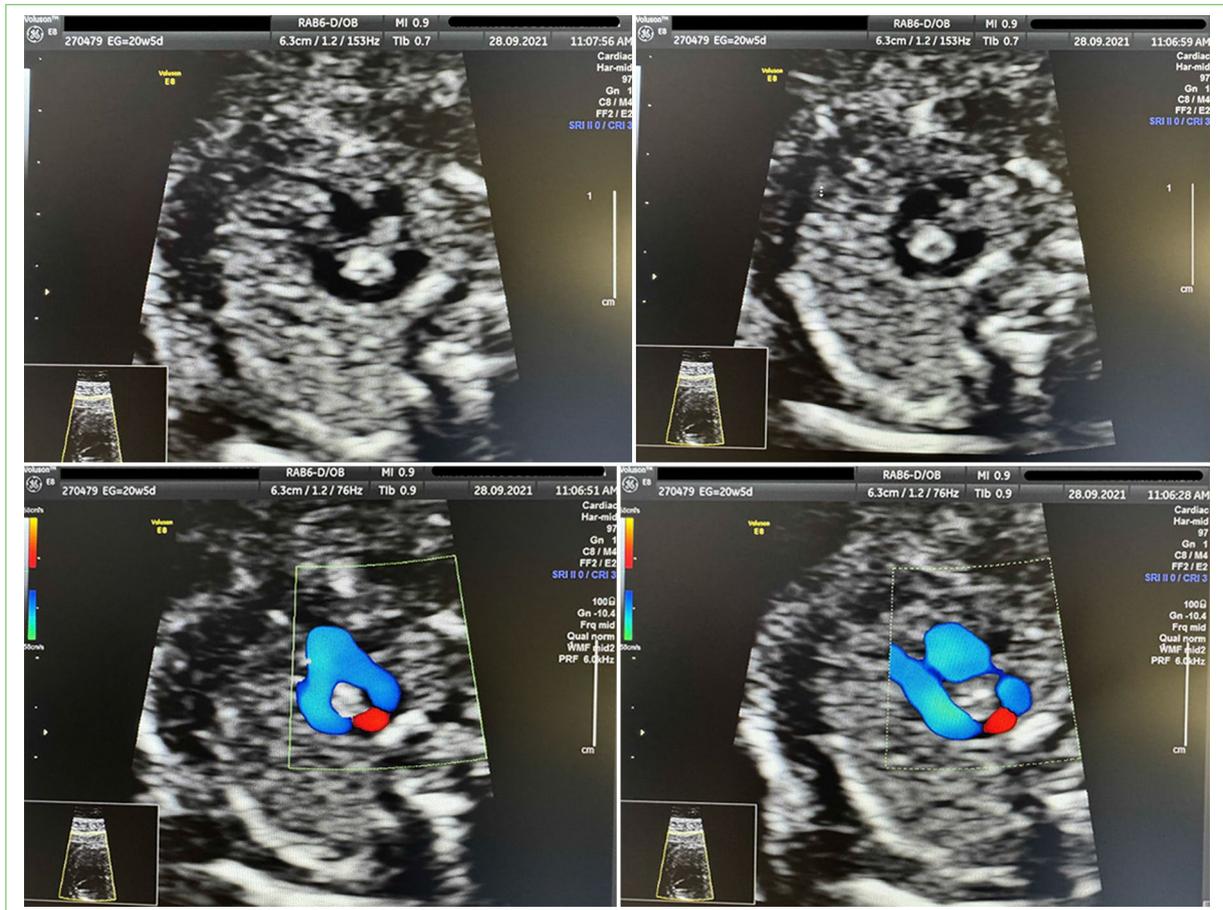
Ecografía a las 20 semanas.
